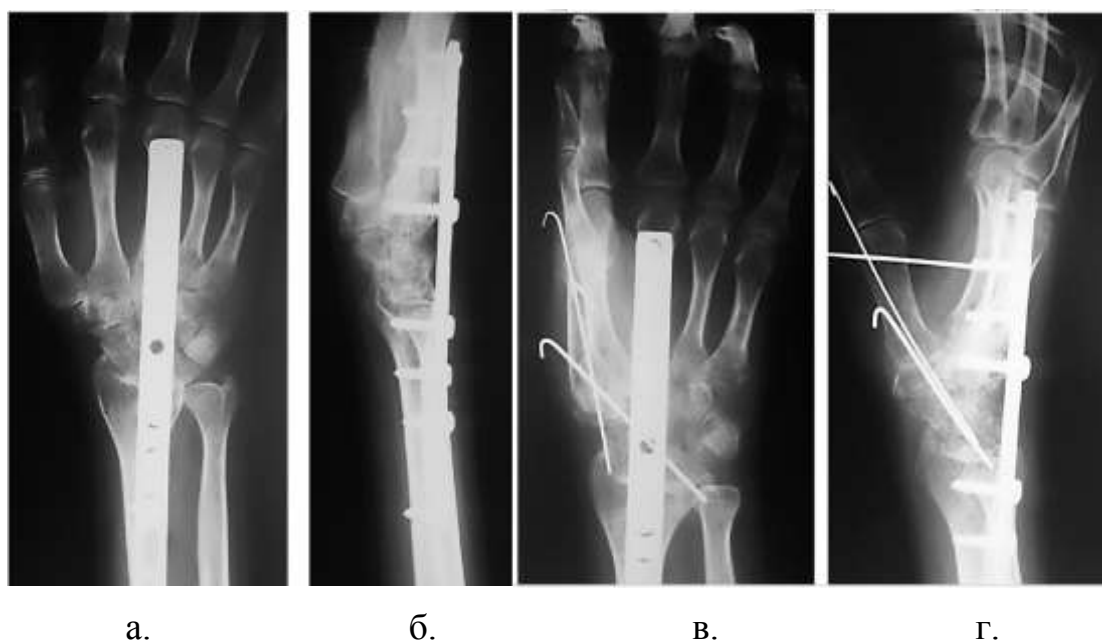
До і післяопераційні фотовідбитки рентгенограм хворого К.28 років на етапах реконструктивного лікування; а.б. – до опоненodesу; в.г. - після
